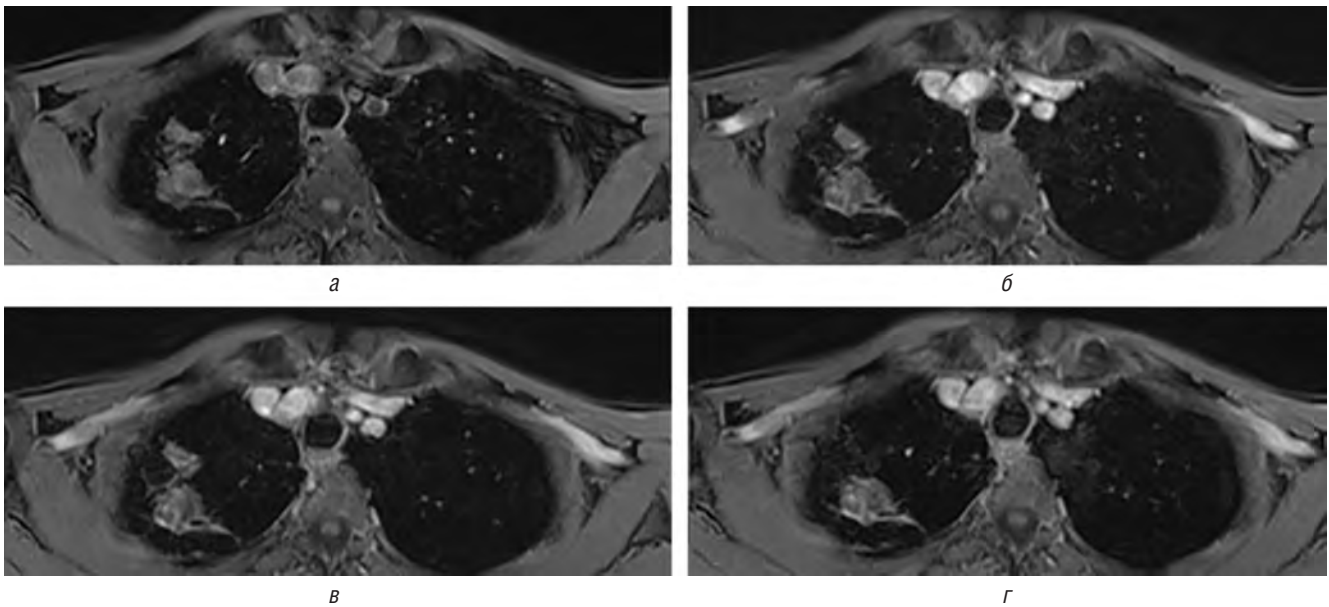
МРТ с ДКУ. Верифицированная туберкулема III степени активности: а — 16-я секунда с момента введения контрастного вещества; б — 58-я секунда; в — 91-я секунда; г — 168-я секунда
